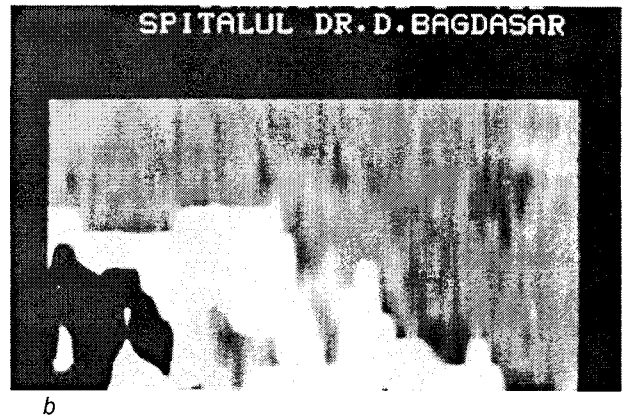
Imagini CT de reconstrucție în cazul unei tumori intrasclare: A – în plan coronal; B – în plan sagital.
